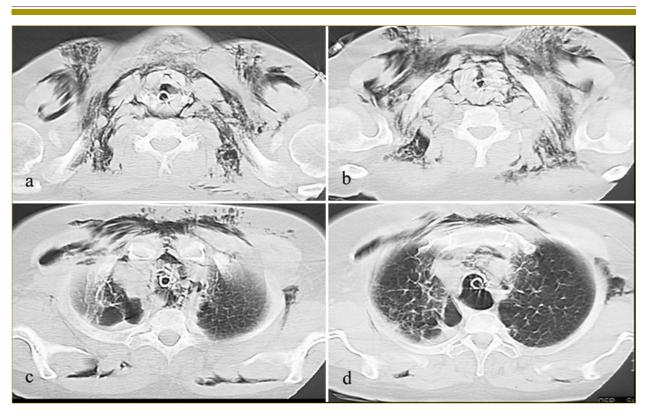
TC in sezioni assiali con finestra per parenchima, che conferma la presenza di enfisema sottocutaneo e cervico-mediastinico (a, b, c). In presenza di tubo oro-tacheale, il lume tracheale appare posteriormente ampliato e deformato da erniazione della cuffia del tubo (d).
